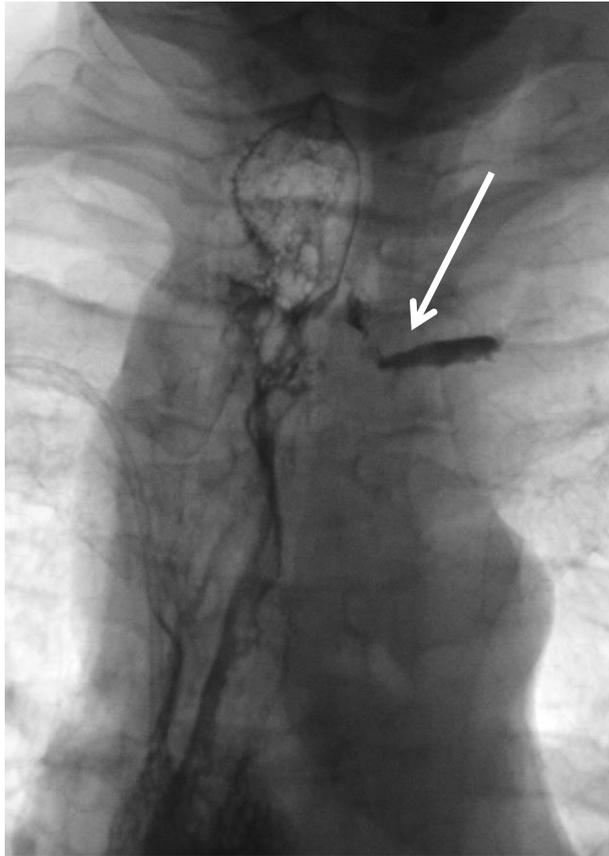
Обзорная рентгенограмма с пероральным приемом водорастворимого контрастного вещества. Линейный затек за пределы анастомоза по его левой боковой стенке (показан стрелкой).
